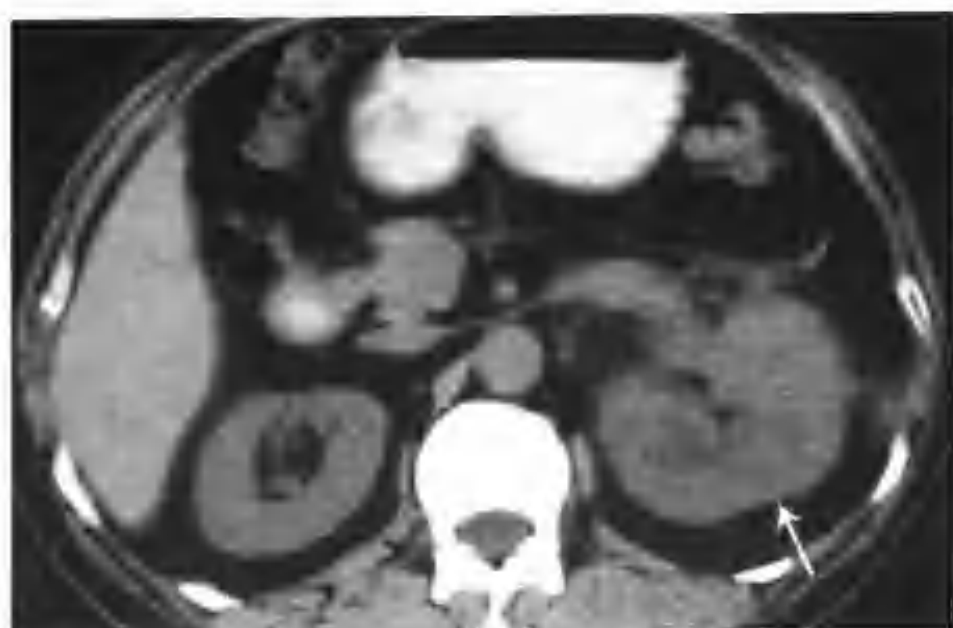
肾细胞癌侵犯肾盂及左肾静脉 (CT 平扫左肾不规则增大, 肾窦脂肪间隙变窄, 左肾静脉增宽 (箭头))
